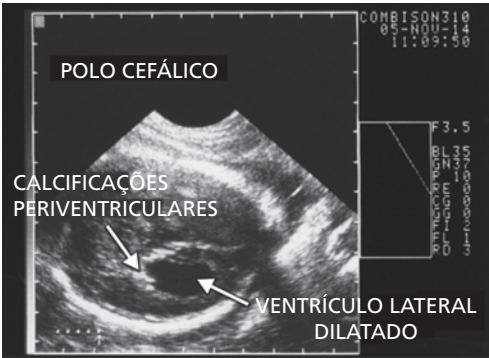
Ultrassonografia: lesão causada por toxoplasmose.
